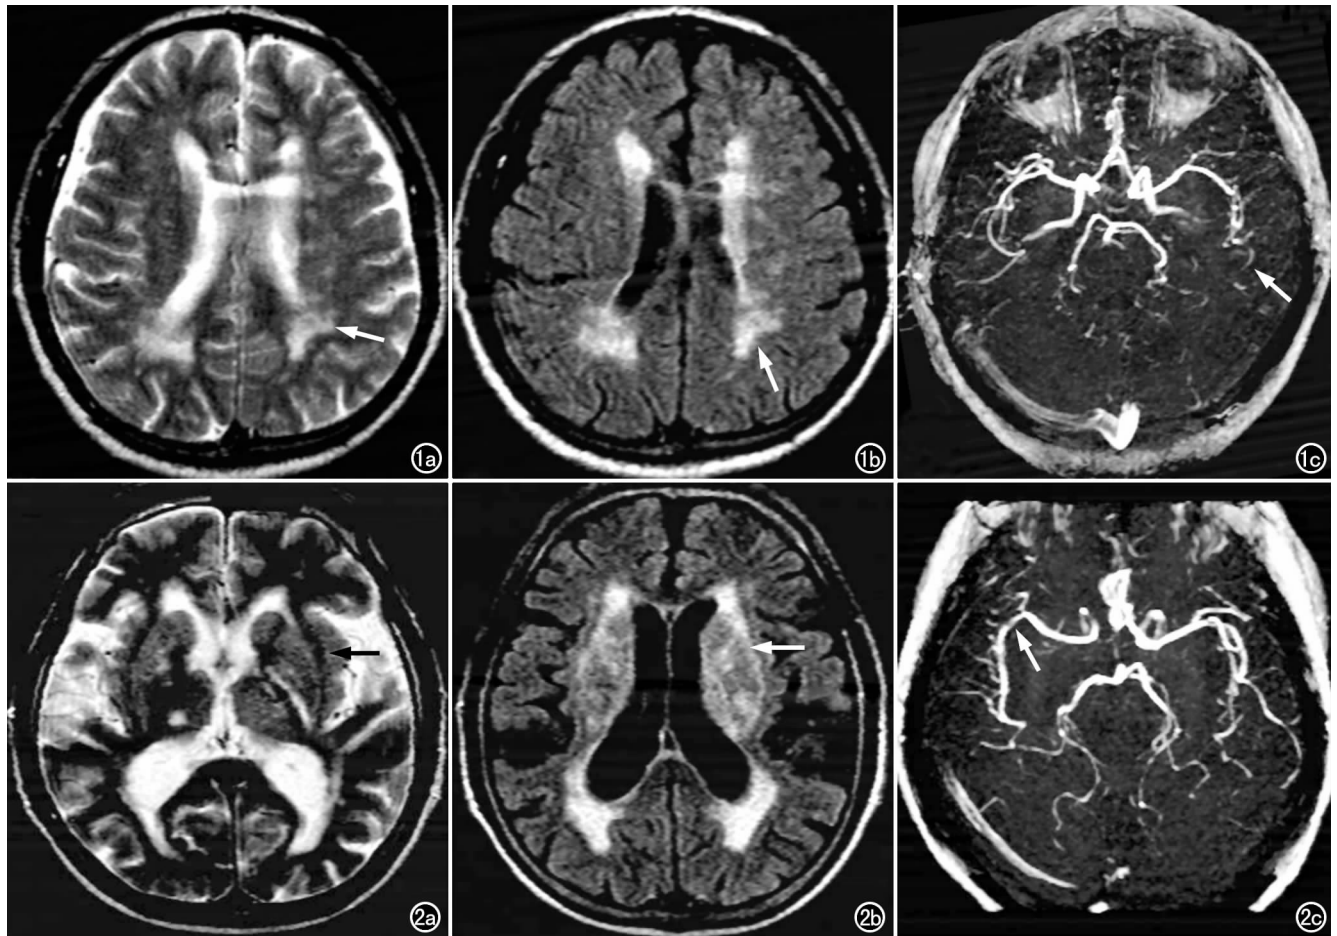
轻度皮层下动脉硬化性脑病。a) T₂WI 示侧脑室前后角周围小片状高信号(箭); b) FLAIR 示病灶呈高信号(箭); c) MRA 示左侧大脑中动脉分支管径轻度变细(箭)。图 2 中度皮层下动脉硬化性脑病。a) T₂WI 示白质异常信号分布于侧脑室体部及前后角周围,未融合(箭); b) FLAIR 示病灶呈高信号(箭); c) MRA 示右侧大脑中动脉管壁僵硬,粗细不均,走行迂曲(箭)。
